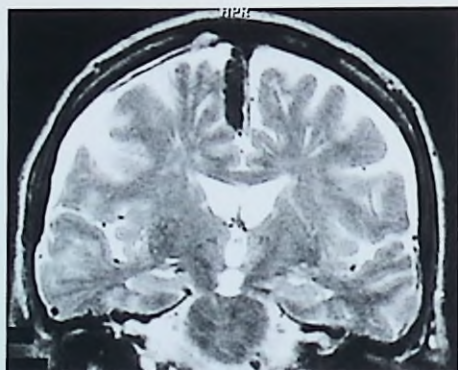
RM de cerebro sin gadolinio, ponderación T2, corte coronal. Se evidencia una atrofia cortical difusa con ensanchamiento de los surcos corticales y una colección subdural parasagital derecha, francamente hipointensa con respecto al parénquima.
